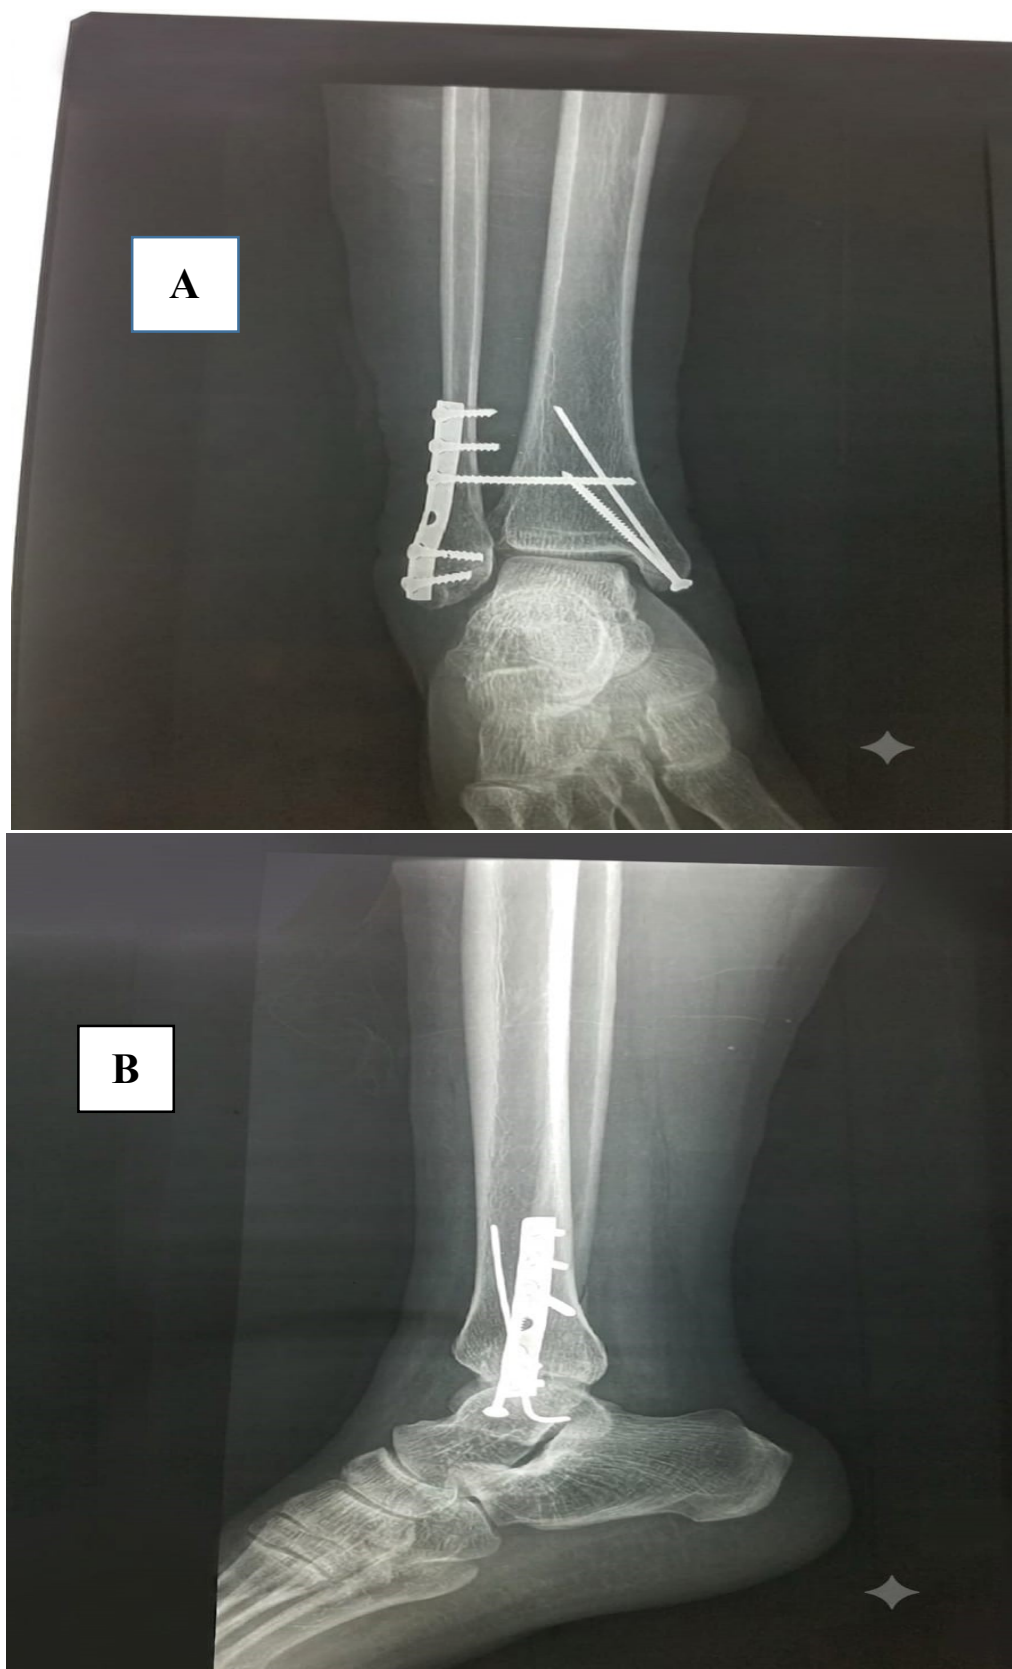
radiographie de la cheville droite face profil ostéosynthèse par plaque, vissage et embrochage avec une vis de syndesmose.
